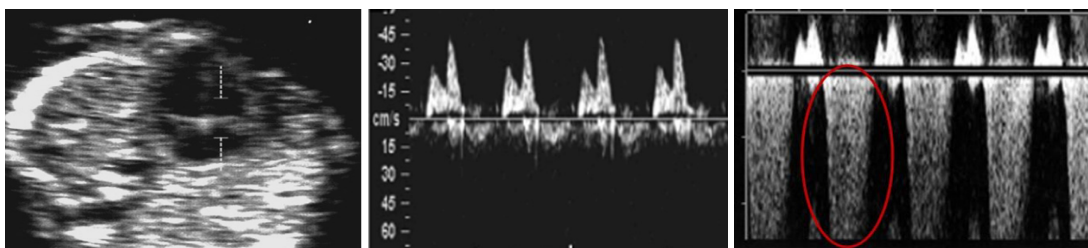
Sample gate placement for tricuspid valve flow evaluation (a). Pulse Doppler waveform of tricuspid valvular flow without (b) and with regurgitation (c). Regurgitation during systole is highlighted with a circle.
